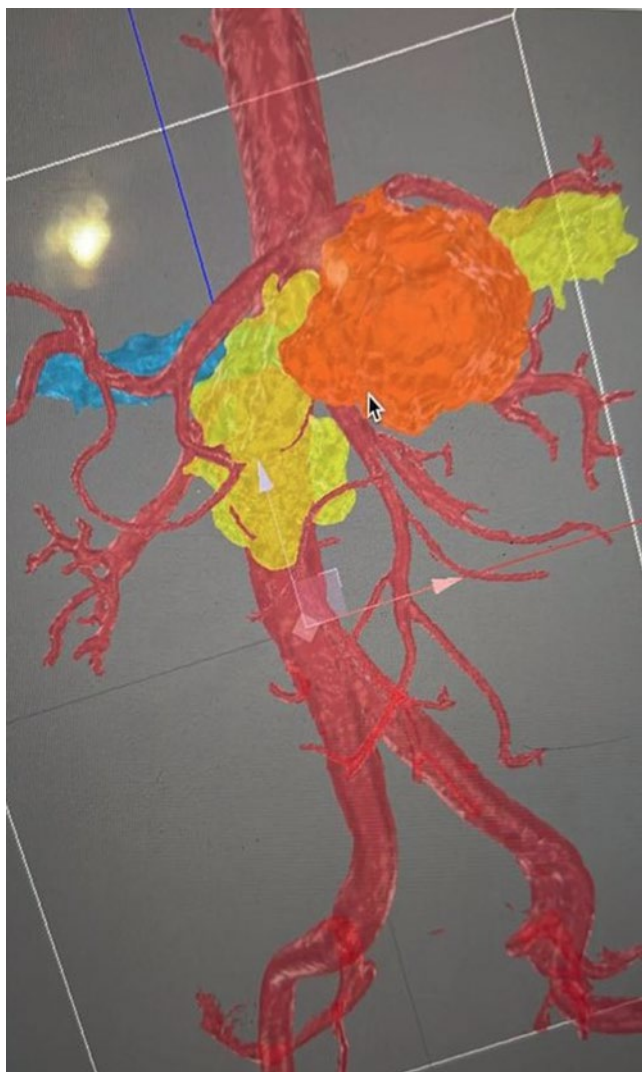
3D-модель после обработки КТ-изображения: опухоль тела поджелудочной железы
